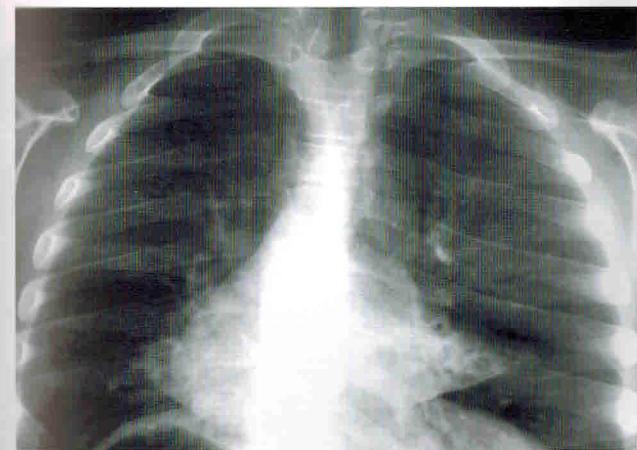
Синдром Картагенера. На рентгенограмме грудной клетки: обратное расположение внутренних органов, деформация легочного рисунка, ателектаз нижней доли леворасположенного правого легкого
